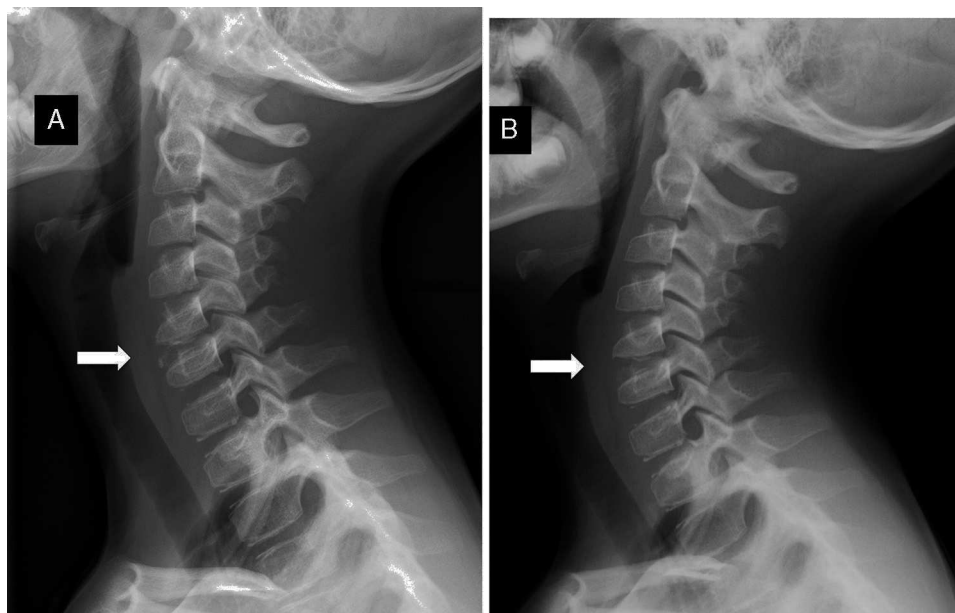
Controles seriados con radiografía cervical lateral. A. A los 2 meses demuestra significativa reducción del tamaño de las calcificaciones discales. B. A los 6 meses evidencia remisión completa de las calcificaciones discales.
